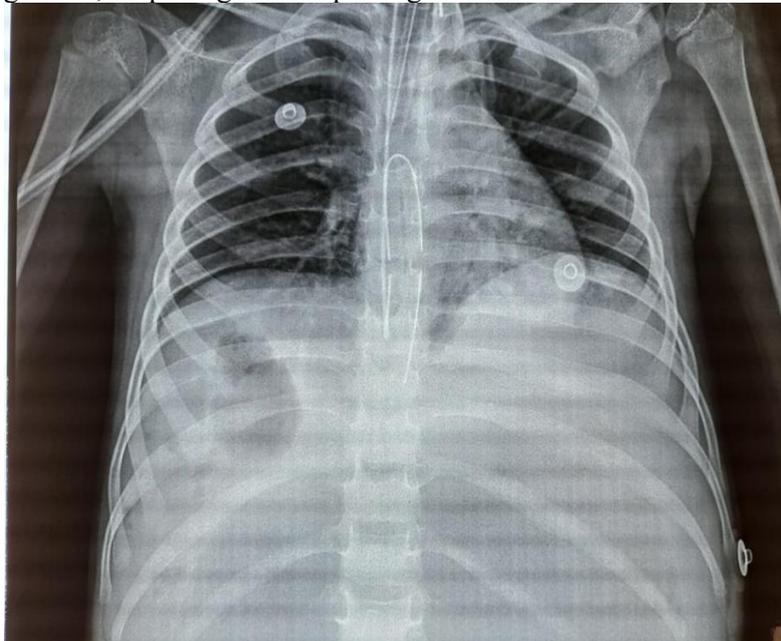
La radiografía de tórax no mostró la correcta ubicación de la sonda nasogástrica en la cámara gástrica, lo que sugiere una patología obstructiva.
